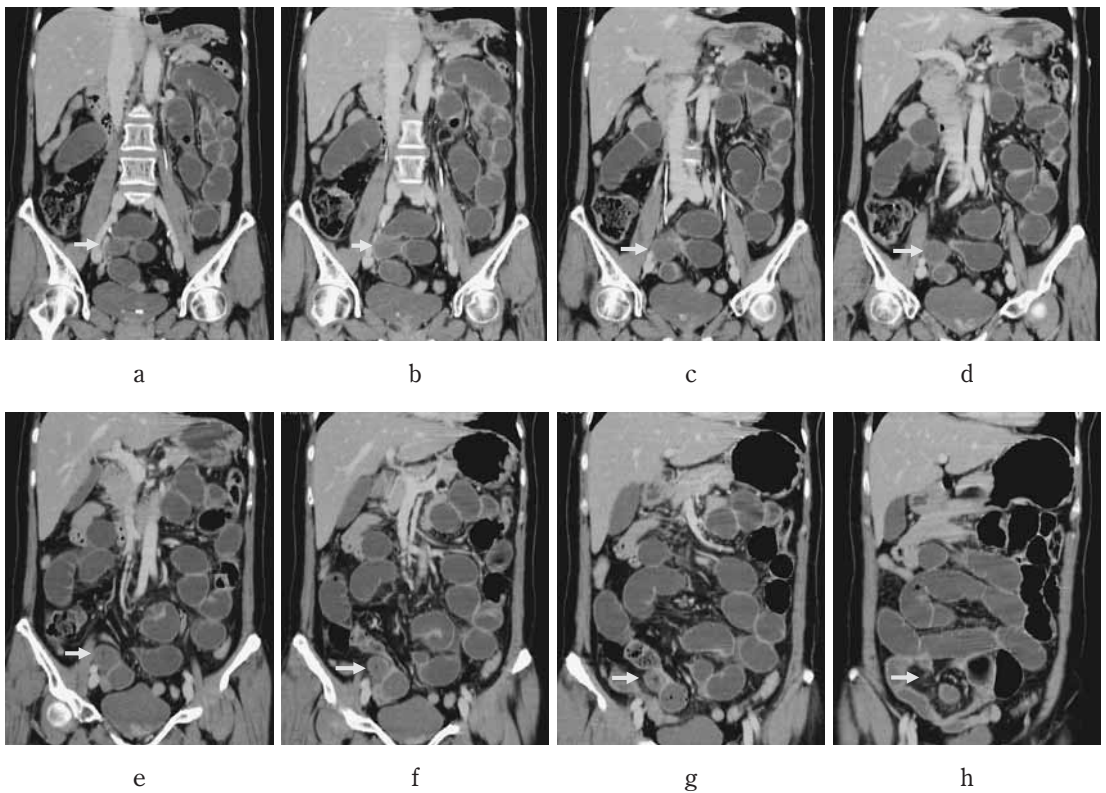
Continuous coronal computed tomography images show Meckel's diverticulum
